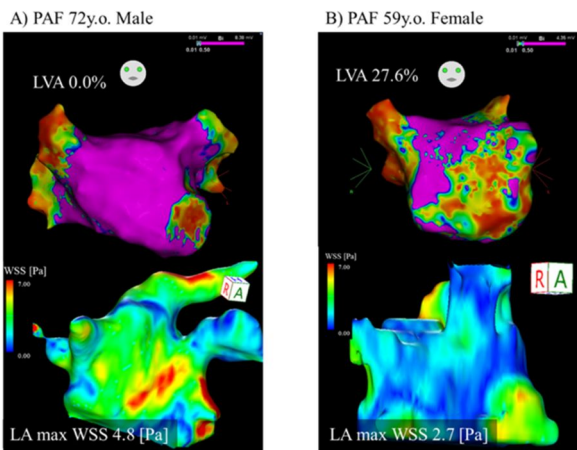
LVAsと左房WSS(4D flow MRI)の関連
